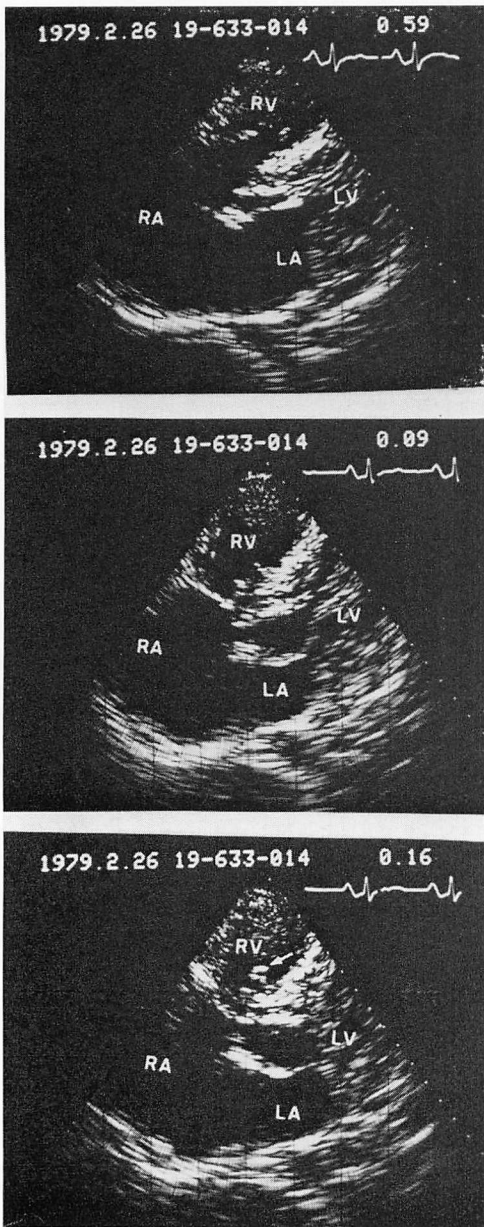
Two-dimensional echocardiogram in Case 1.
